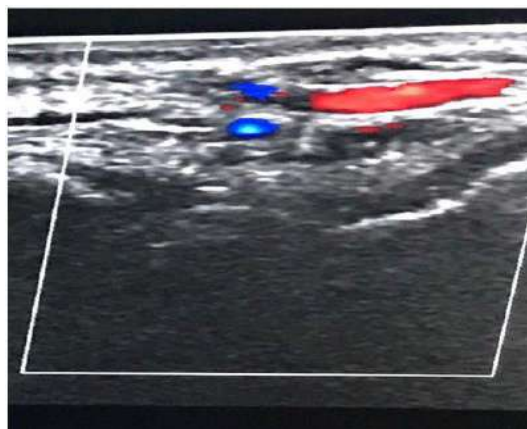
Visão longitudinal de artéria com modo doppler Fonte: adaptado de SCHELKE e colaboradores, 2018.
